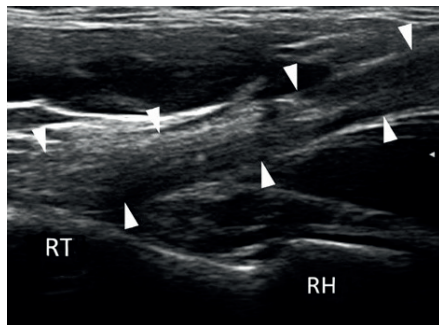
Продольное УЗИ дистального сухожилия бицепса<sup>1</sup>:
